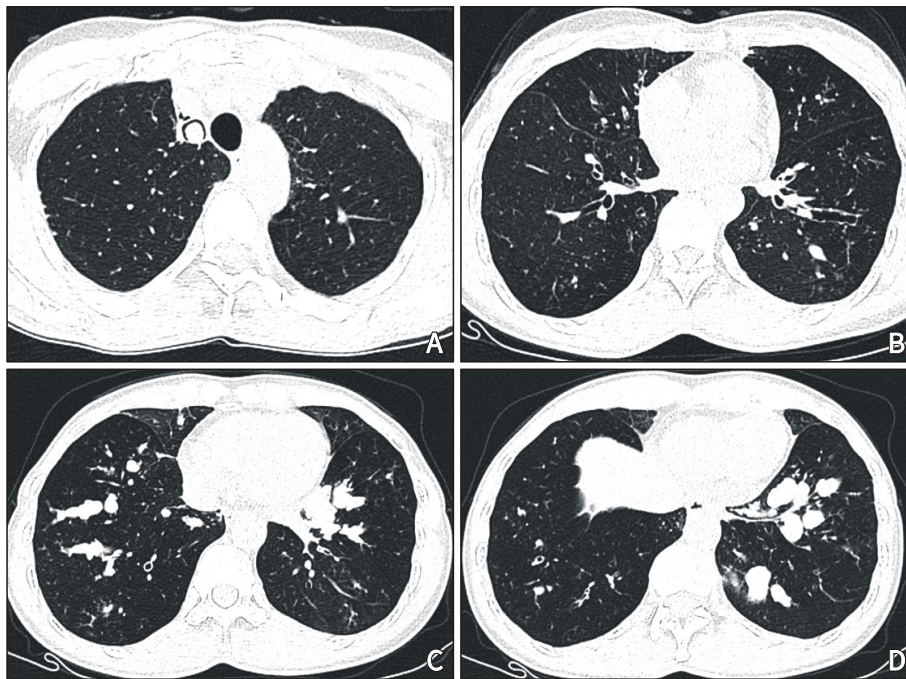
HRCT findings of other diseases associated with asthma: aspergillosis. (A) Aspergillus fungal ball, (B) Central bronchiectasis, (C) Secretion stasis in bronchus, (D) Accumulation of impacted mucus in bronchi and alveoli.
